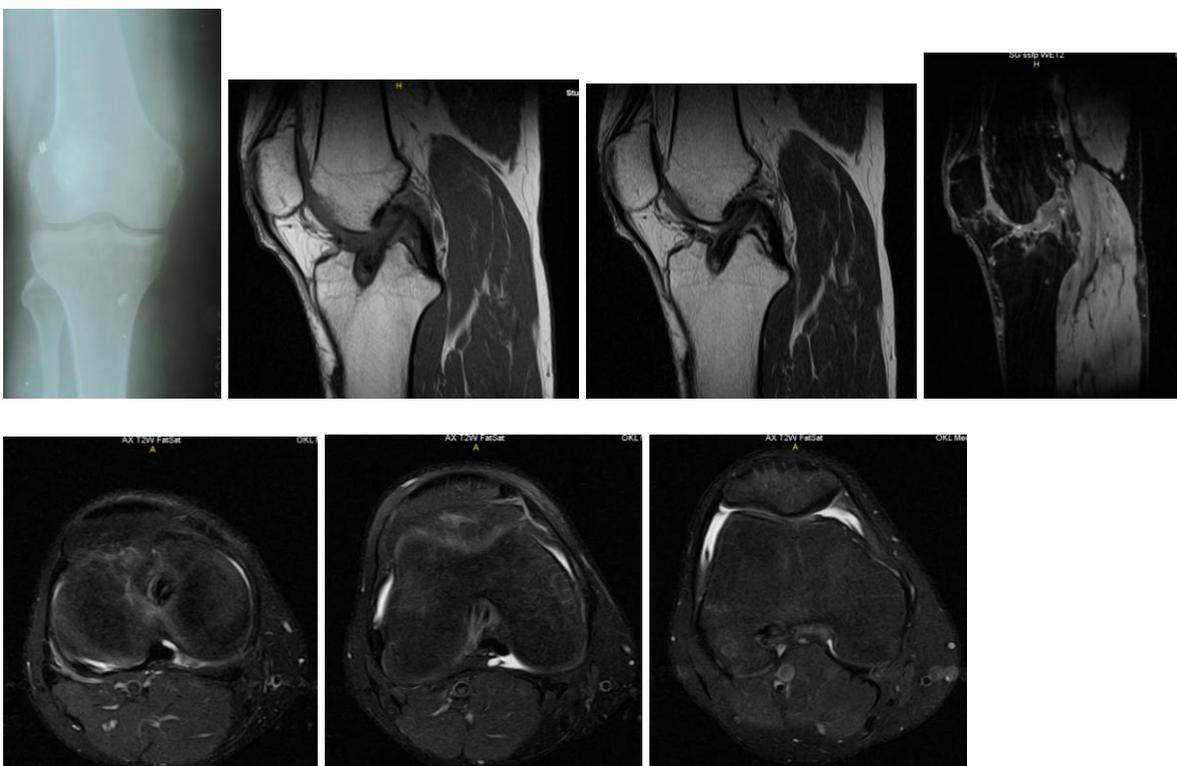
МРТ и рентгенография пациентки К. 34 л. (рентгенография через 4 мес. и МРТ через 6 мес. после операции)
